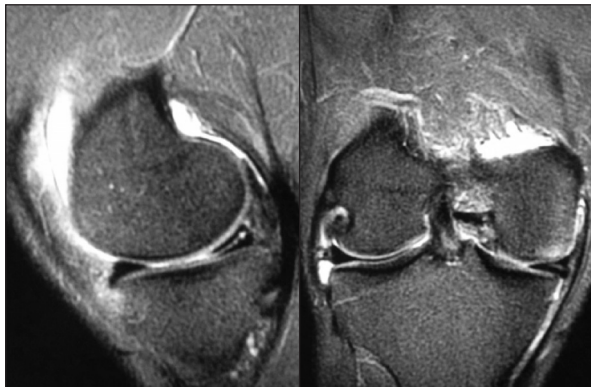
A 30 y.o. man with horizontal tear of MM with MR imaging signs of MCL activation. Horizontal tear of MM without degeneration is seen on sagittal plane PDw fatsat image (a). Mild form of MR signs for presence of fibrovascular tissue between MM and MCL without fluid along MCL is well presented on coronal image. Unaffected cartilage (b). Small knee effusion. Lateral compartment is normal.
